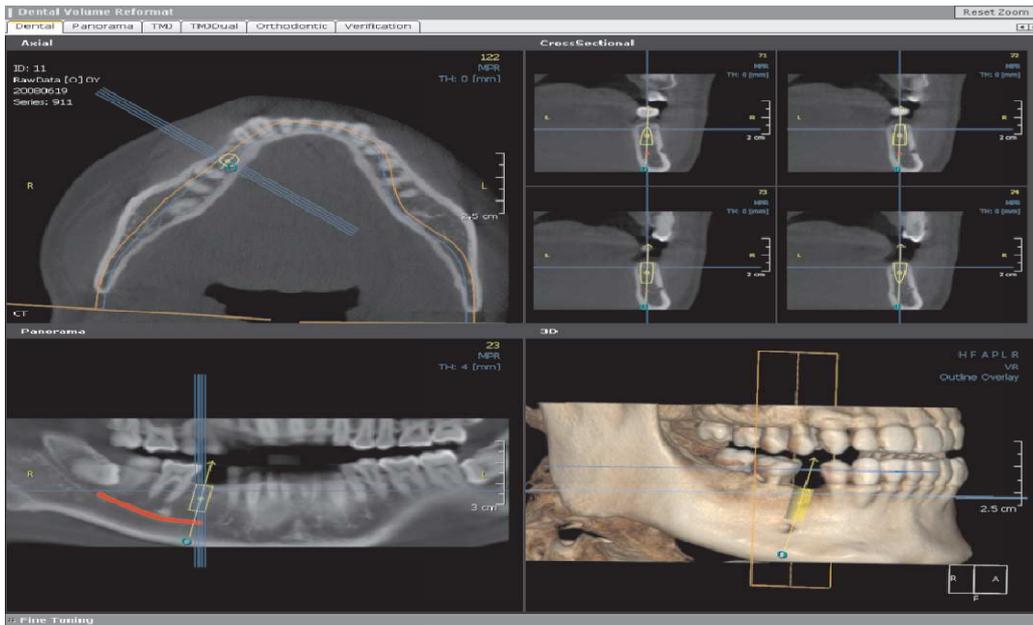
Компьютерная томография/ Панорама.
